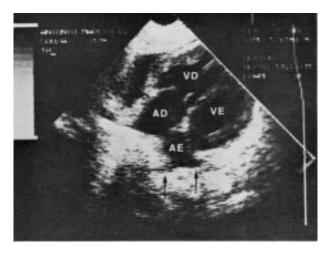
Ecocardiograma pós-operatório (caso $n\square 2$) mostrando a drenagem venosa pulmonar dirigida ao átrio esquerdo, que se encontra de tamanho reduzido comparado ao átrio direito.
